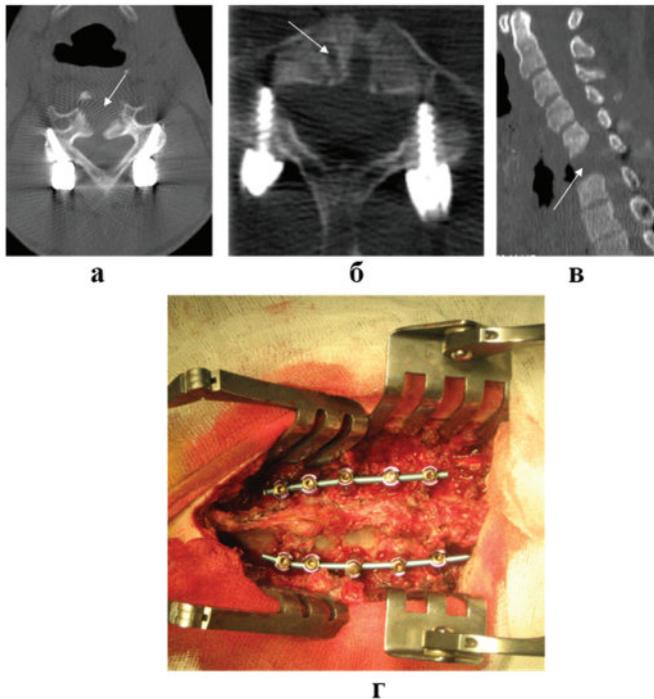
Компьютерная томография (КТ) и интраоперационная фотография шейного отдела позвоночника пациентки с дефектом стенки пищевода после переднего шейного спондилодеза на уровне С5-7 аутокостью и титановой пластиной: а, б) КТ в аксиальной плоскости и в) реформация в сагиттальной плоскости шейного отдела позвоночника после удаления межтелового трансплантата и фиксирующей пластины. Виден костный дефект в зоне удаленного межтелового трансплантата, места стояния фиксирующих пластину винтов (белые стрелки); г — интраоперационная фотография. Состояние после комбинированного заднего спондилодеза 10-винтовой системой на уровне позвонков С5-Th2.
